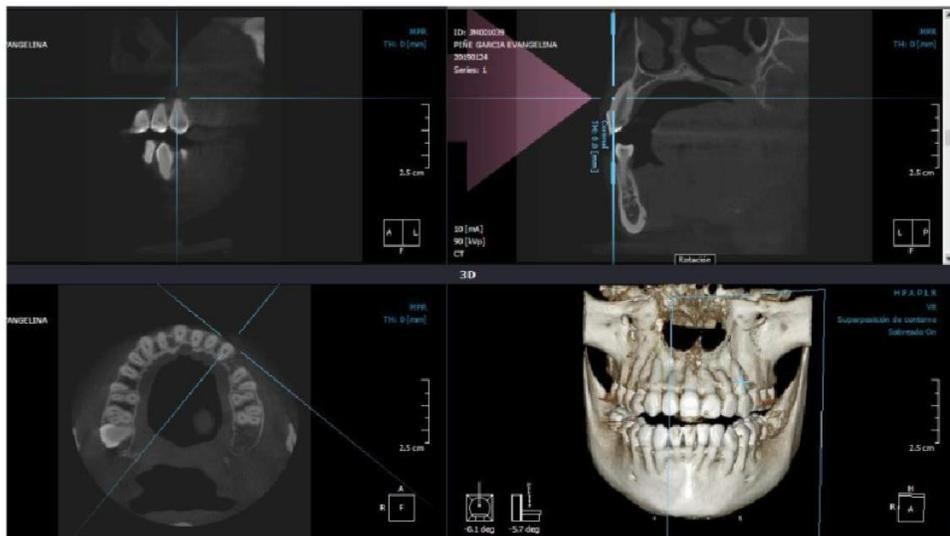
TAC donde se evidencia la pérdida de la tabla ósea vestibular
